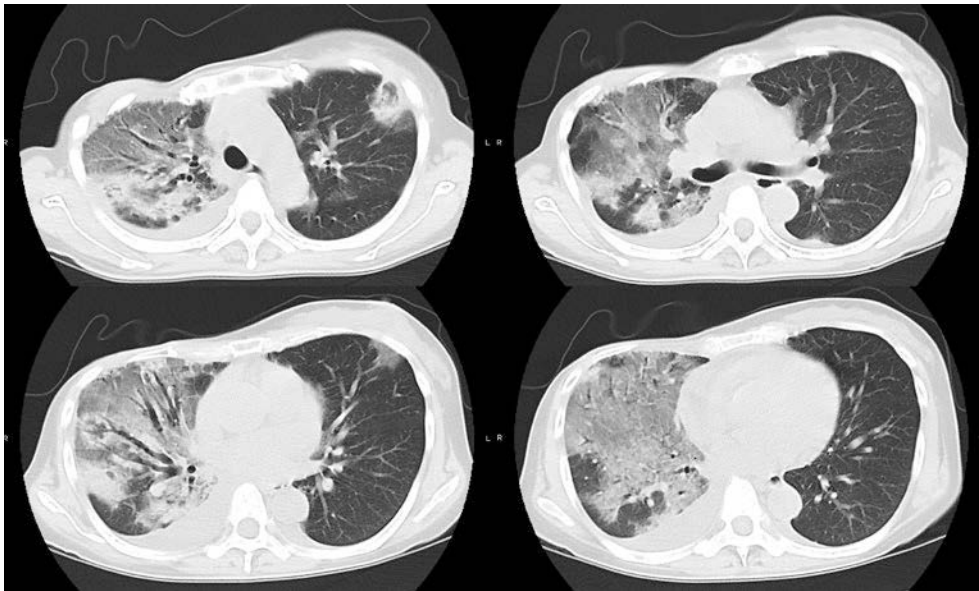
Thoracic CT on admission.
